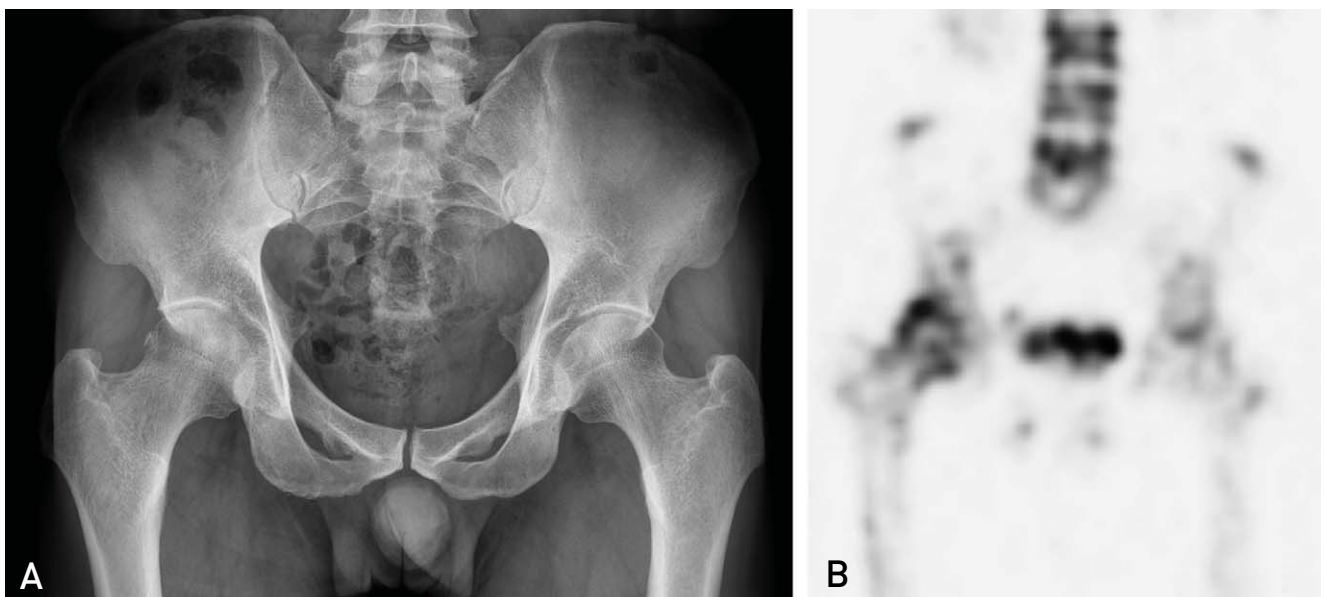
(A) The follow-up both hip AP x-ray at 3 months shows fracture healing of Rt. superior ramus. (B) The bone SPECT image at 3 months shows increased uptake in right femur head and right pubis and no cold uptake lesion at the femoral head.
